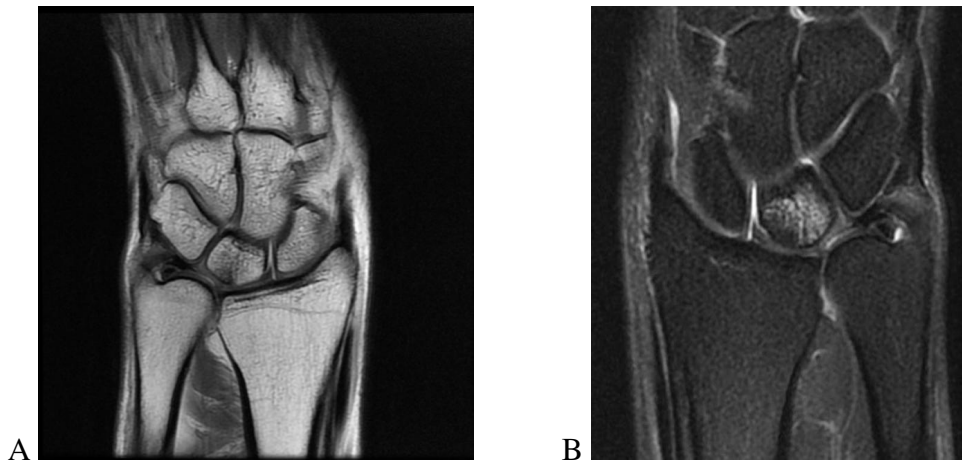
MRT-Untersuchung mit Kontrastmittel:
